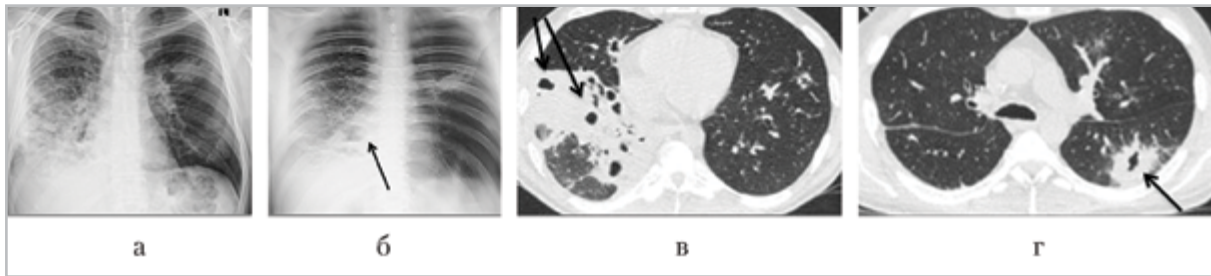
Рентгенограмма в прямой проекции (а) и томограмма во фронтальной плоскости (б) грудной клетки, компьютерные томограммы грудной полости в аксиальной плоскости (в, г). Отмечается зона неоднородной консолидации нижней доли правого легкого за счет наличия деструктивных изменений (стрелки)
